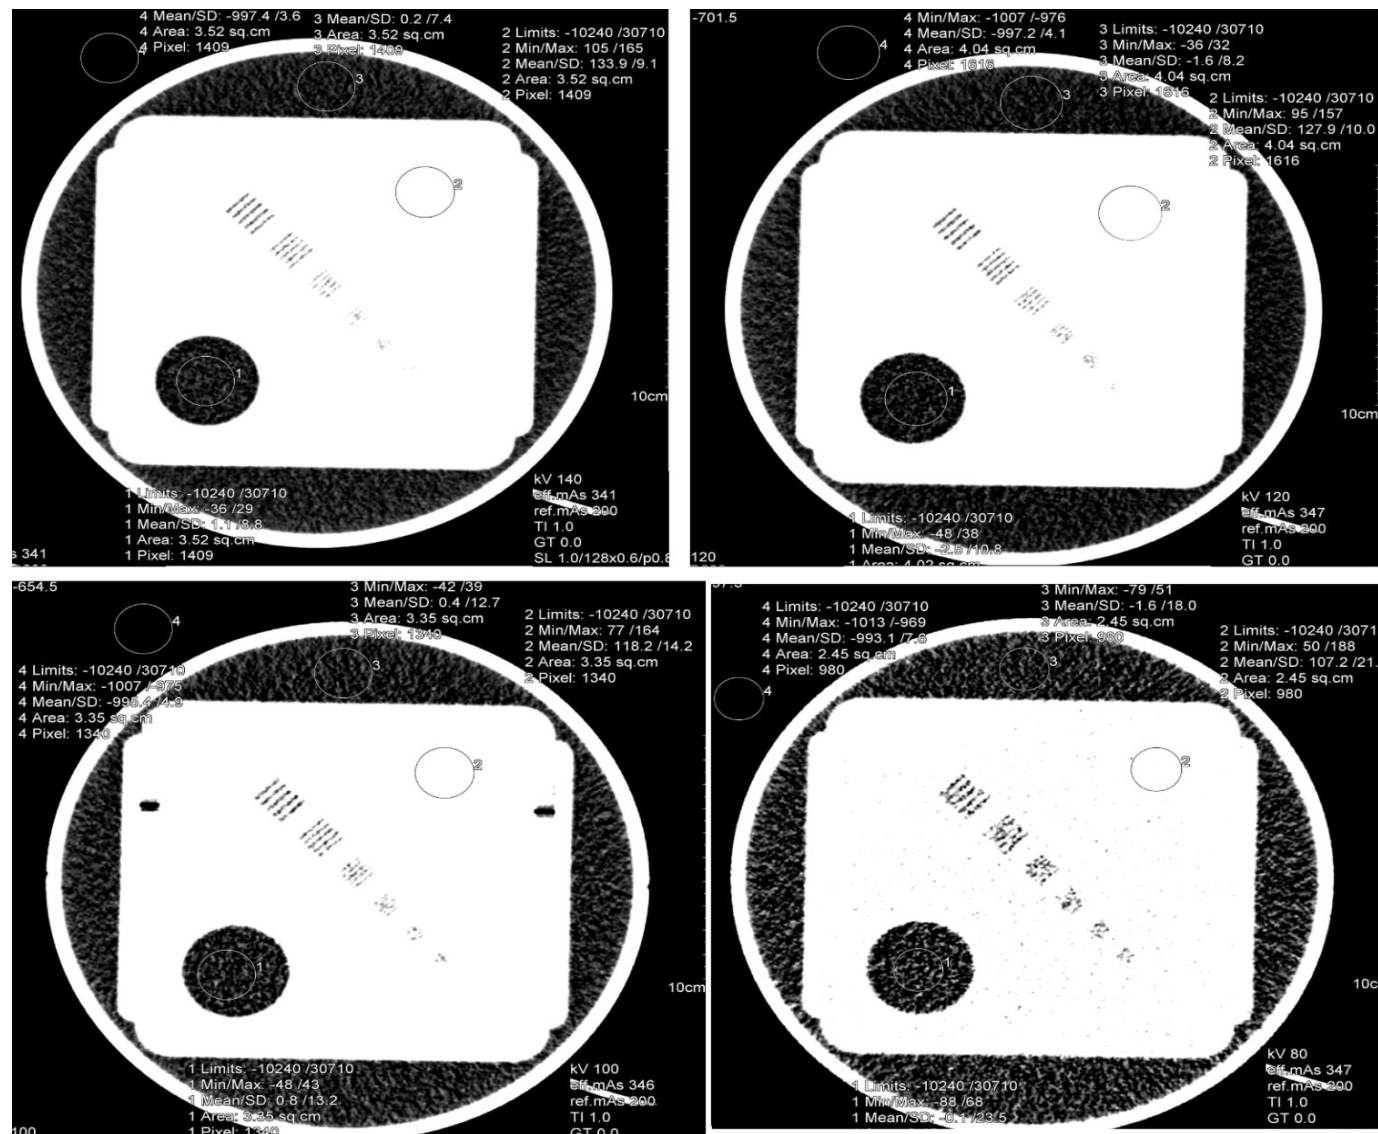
Visualización de cortes axiales del inserto que permite evaluar linealidad y precisión del número CT para los voltajes aplicados del tubo de rayos-X de 40; 100; 120 y 140 kV, en una adquisición común de cráneo pediátrico en el sistema Biograph mCT X-3R.
